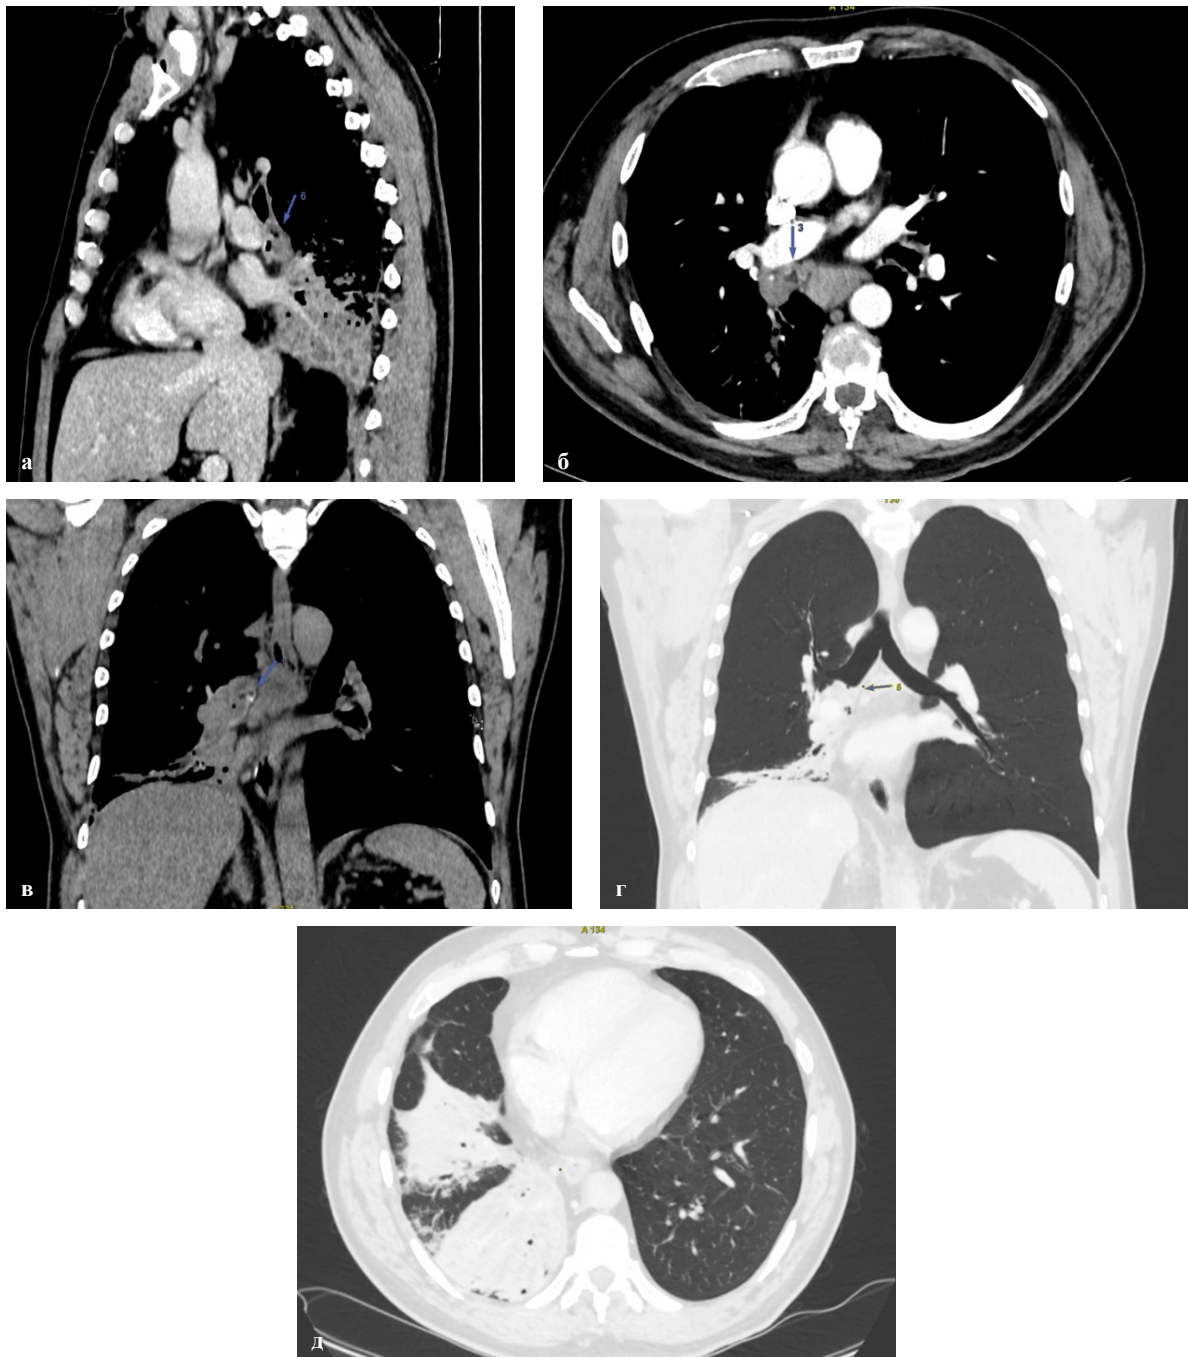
а-д. КТ органов грудной клетки пациента М. с образованием промежуточного бронха правого легкого
